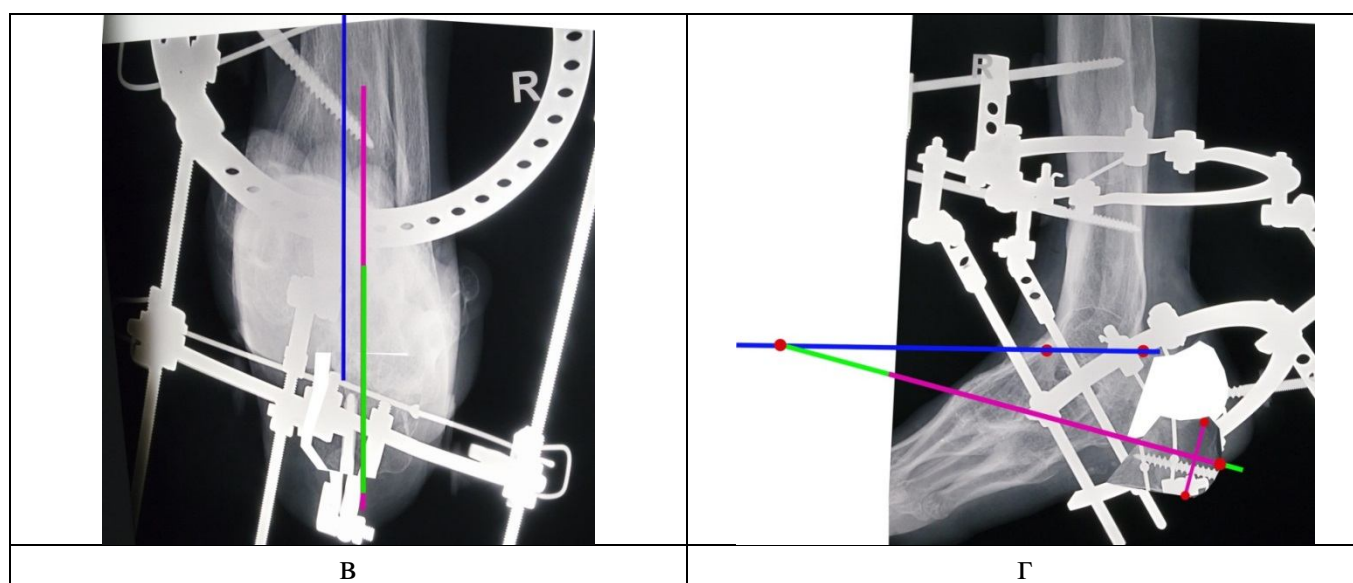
Рентгенограммы пациента Ж. скиаграммы планирования коррекции в аксиальной (в) и боковой (г) проекциях
